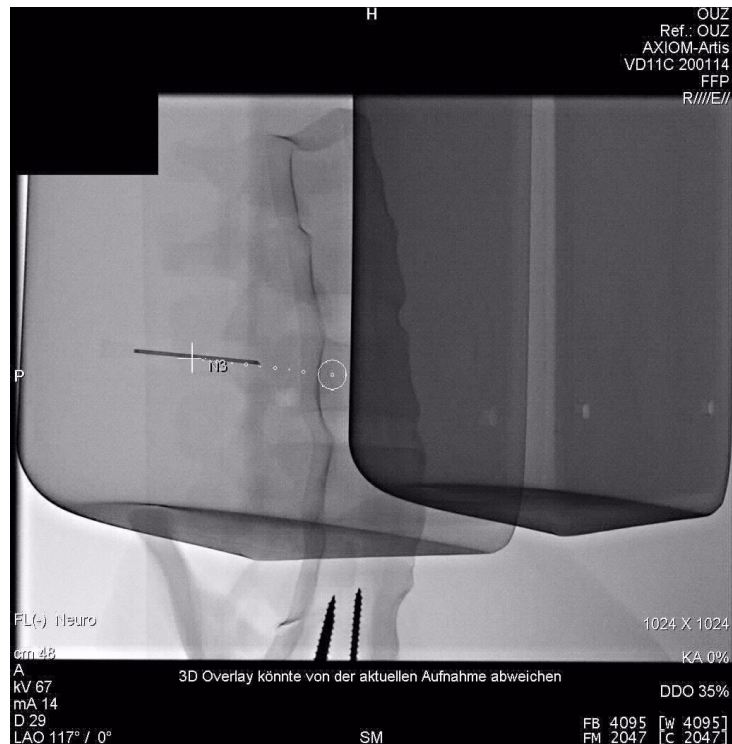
Der Prozess des Vorschiebens der Nadel. Die Nadel liegt in dieser Projektion noch im Pedikel. Die gestrichelte Linie zeigt den geplanten Pfad, die Nadel den tatsächlichen Pfad an. CT-Bildgebung. (Eigenes, unveröffentlichtes Bildmaterial).
